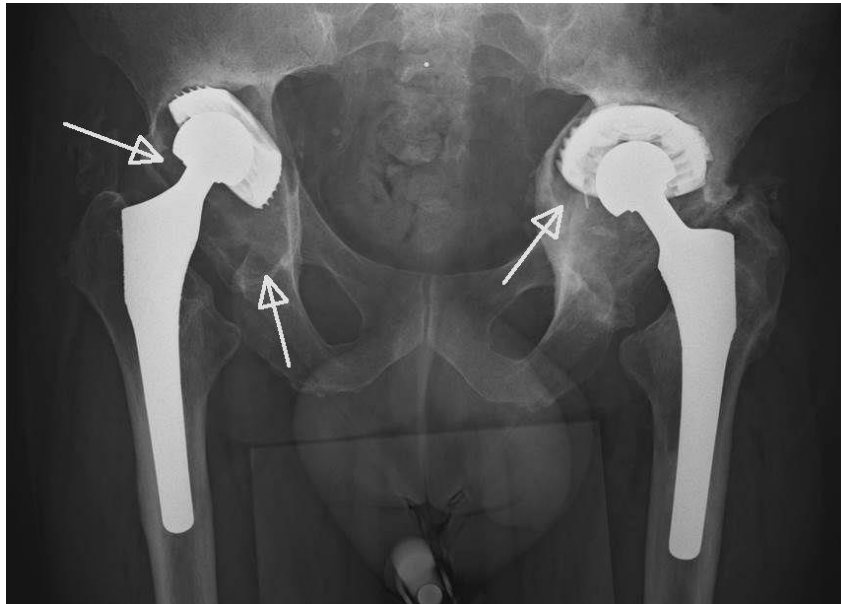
Röntgen Beckenübersichtsaufnahme mit Lockerung der Endoprothesen und ausgeprägten Osteolysezonen (Pfeil) mit freundlicher Genehmigung des Klinikums Großhadern
